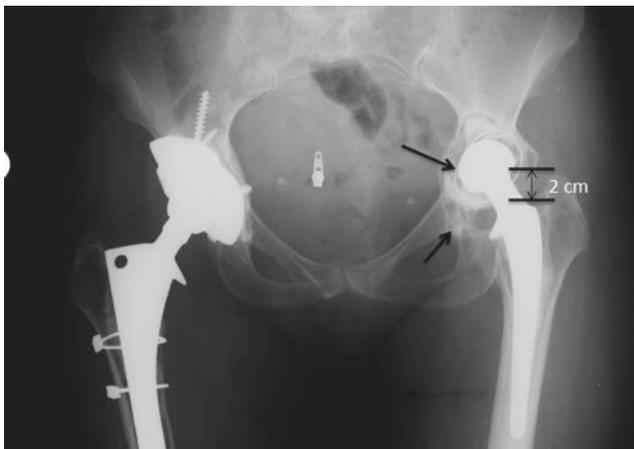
Radiografía simple de la pelvis de un paciente con un defecto tipo 3B de Paprosky. Las flechas muestran la alteración de la línea de Kohler y la osteólisis de la lágrima. Nótese la migración superior del centro de la cadera.
